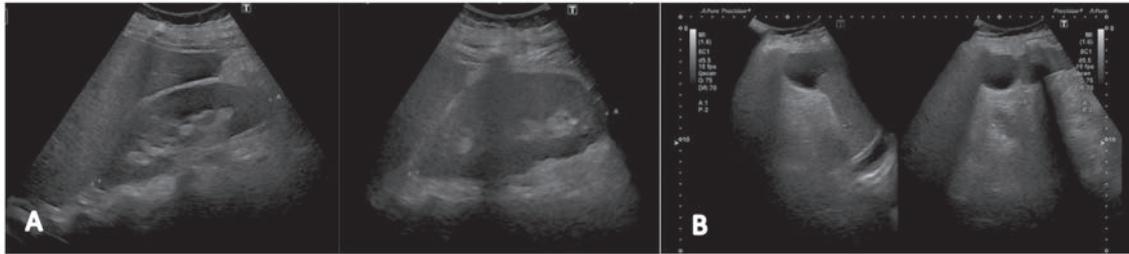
Ecografía abdominal. A: Aumento del tamaño de ambos riñones (derecho 145 mm e izquierdo 150 mm). B: Aumento del tamaño del bazo (150 mm) e imagen de quiste/absceso esplénico (42 x 38 x 33 mm).
